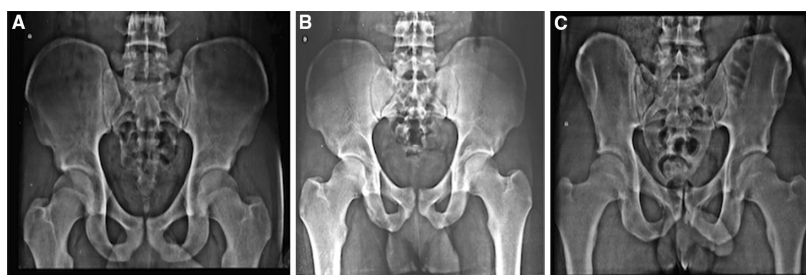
a–c Radiographs of 3 soccer players of different ages
